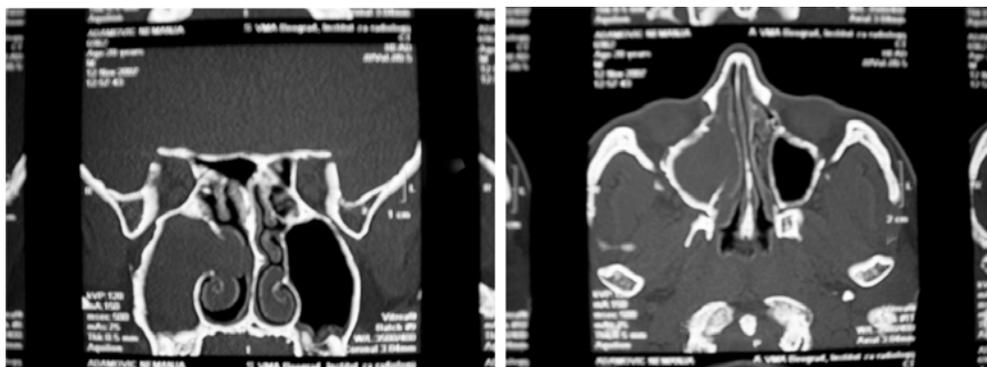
Coronal (A) and axial (B) computed tomography of the paranasal sinuses shows the complete opacification of the right maxillary sinus expanding into the nasal cavity through the medial wall
